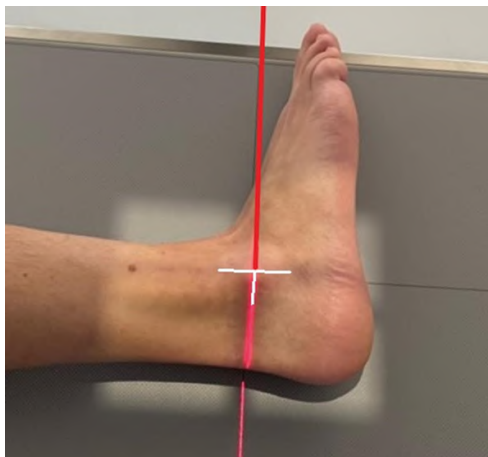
Рентгенография голеностопного сустава. Боковая проекция
